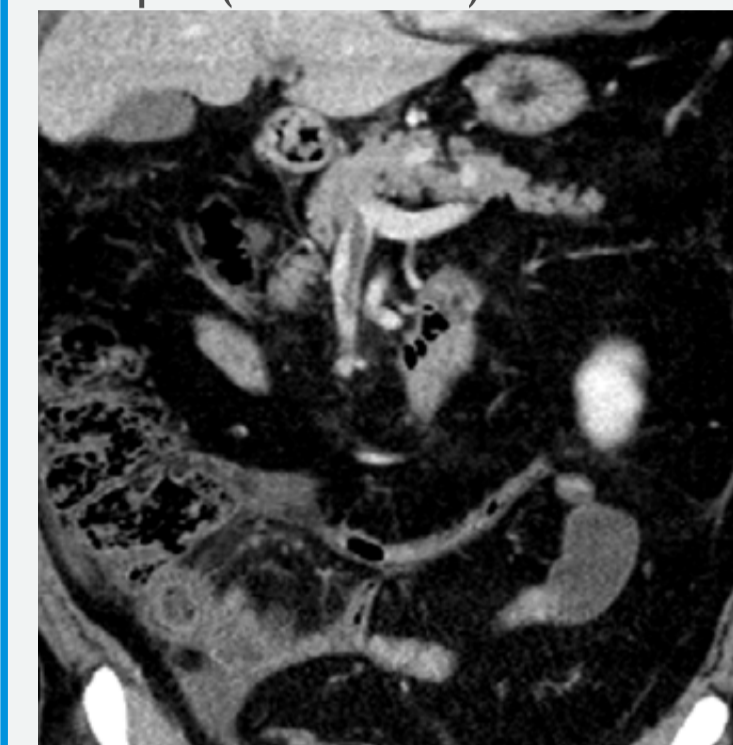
CT s kontrastem - trombosa VMS, v pravém mesogastriu zesílení stěny + edém slizničních řas klíčky tenkého střeva
